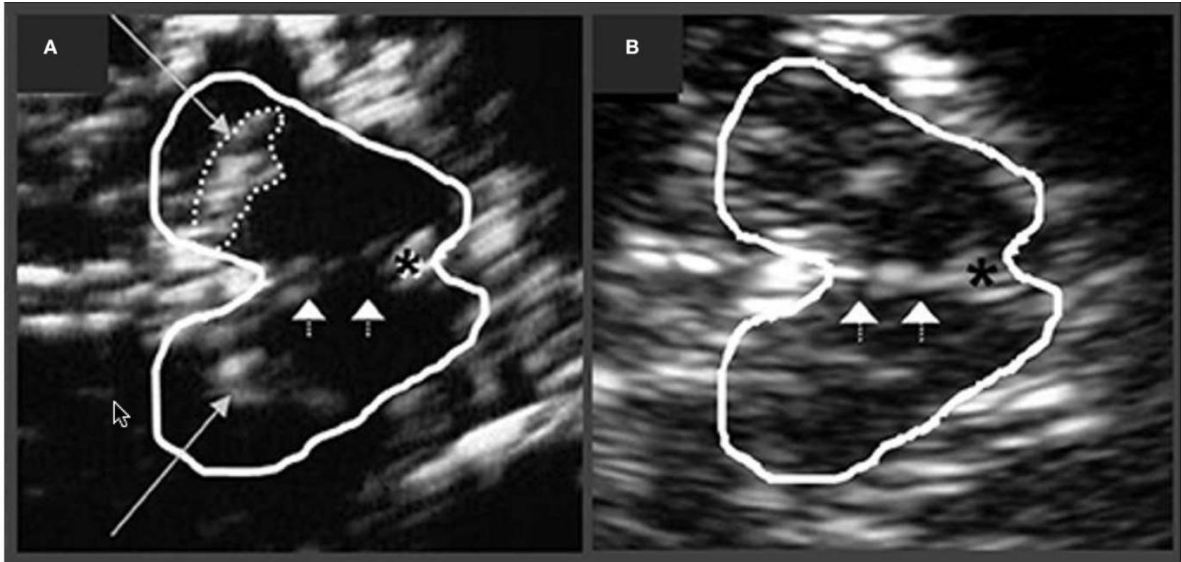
Images échographiques du mésencéphale chez un patient parkinsonien (A) et un sujet normal (B)
